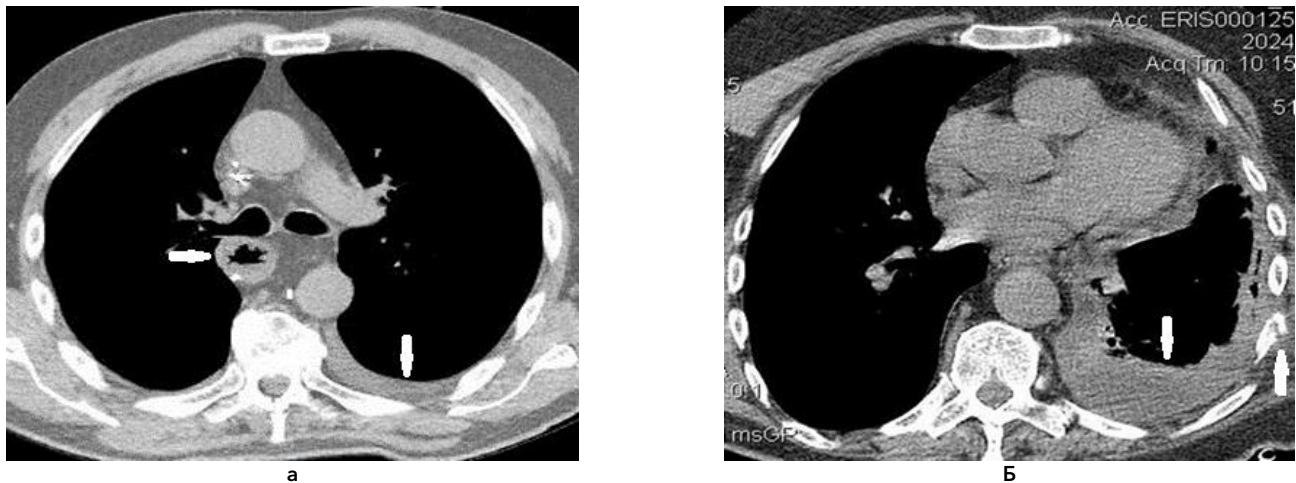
КТ грудной полости, нативные исследования, аксиальные срезы: а - левосторонний хилоторакс (тонкая стрелка) после операции Льюиса (эзофагопластика стеблем желудка - стрелка); б - левосторонний хилоторакс (тонкая стрелка) после ЗТГ с переломами ребер (стрелка)
